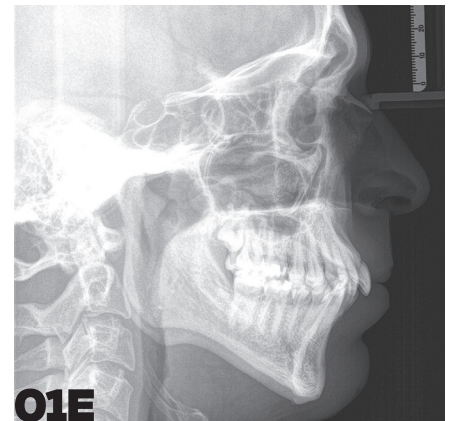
Orthopantomogramm. - Abb. 1E: FRS. - Abb. 1F-J: Anfangsbefund intraoral.
